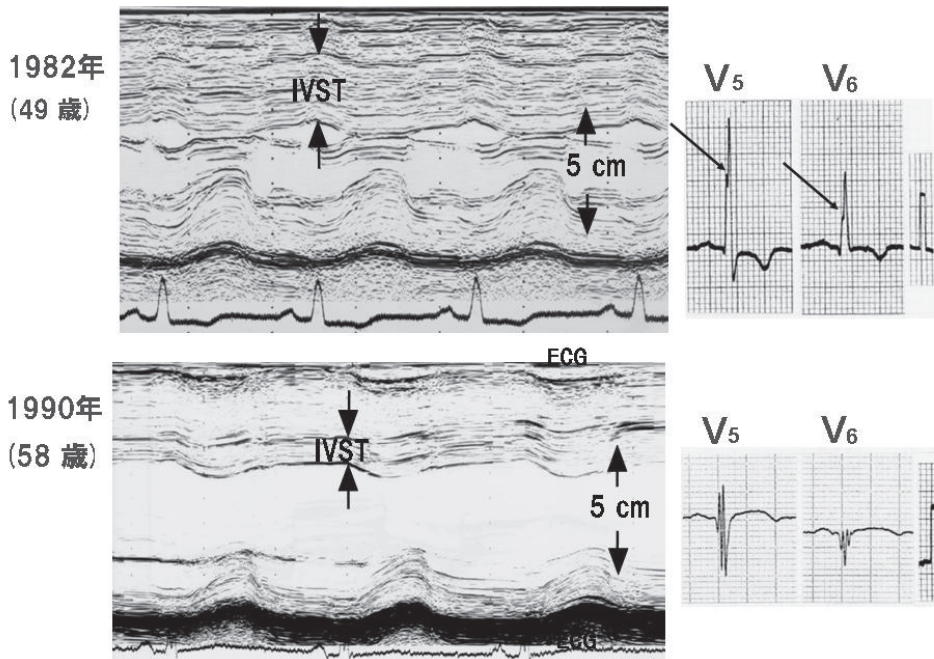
心不全死した HCM 患者の心エコー図と心電図 (V5, V6) の初診時と死亡 3 カ月前の比較.
